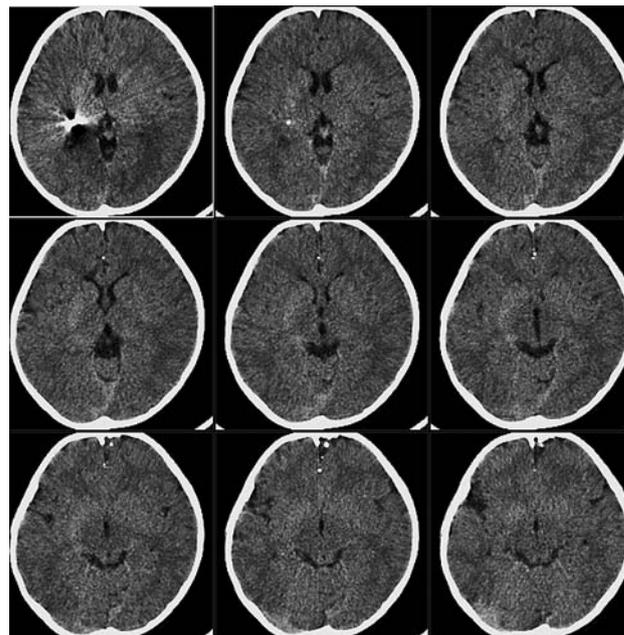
МСКТ через 3 года после ранения, серия аксиальных срезов. Просматривается эволюция раневого канала. Расположение внутримозгового «сердечника» пули не изменилось. Сохраняется костная «пыль» по ходу раневого канала. Поздних внутричерепных осложнений ранения не визуализируется
